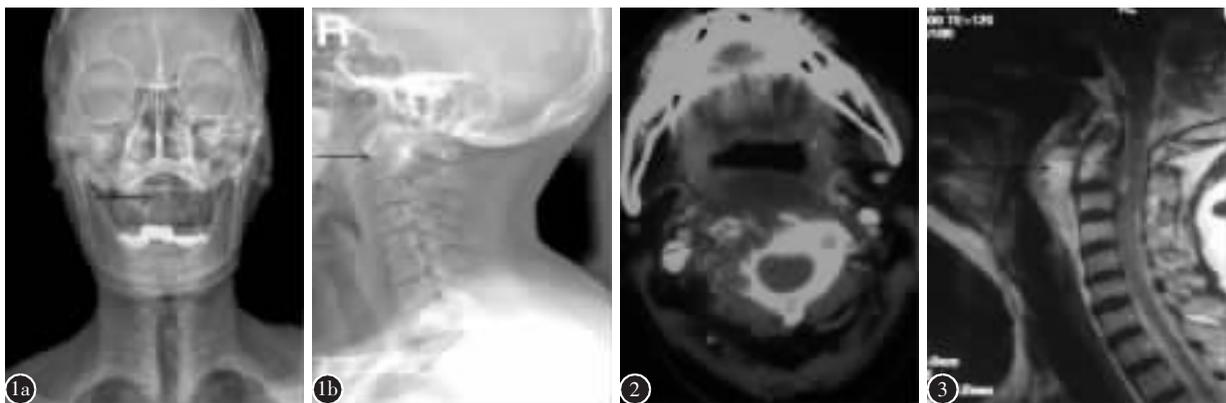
术前颈椎 X 线正位片示枢椎齿状突右侧骨质密度减低区, 齿状突与两侧块间距不等, 右侧明显大于左侧(a); 侧位片示枢椎前方软组织肿胀影, 椎体前部可见骨质密度减低区(b) 图 2 颈椎 CT 示枢椎右侧及椎前占位并枢椎椎体右侧部分骨质破坏, 肿物向口咽及鼻咽部突出, 肿物经 C2/3 右侧椎间孔突入椎管, C2 右侧椎弓破坏 图 3 颈椎 MRI T2 加权像示枢椎椎前 0.8cm×1.0cm 高信号区, 周围信号强度稍低, 枢椎椎体前部约 0.5cm×1.0cm 信号强度增高区
